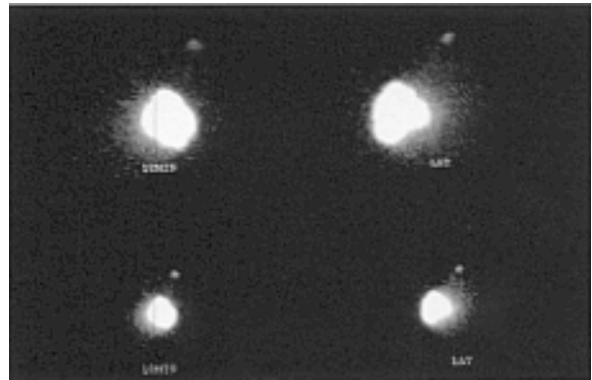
Lymphoscintigraphy with Tc-99m antimony trisulfide colloid.
